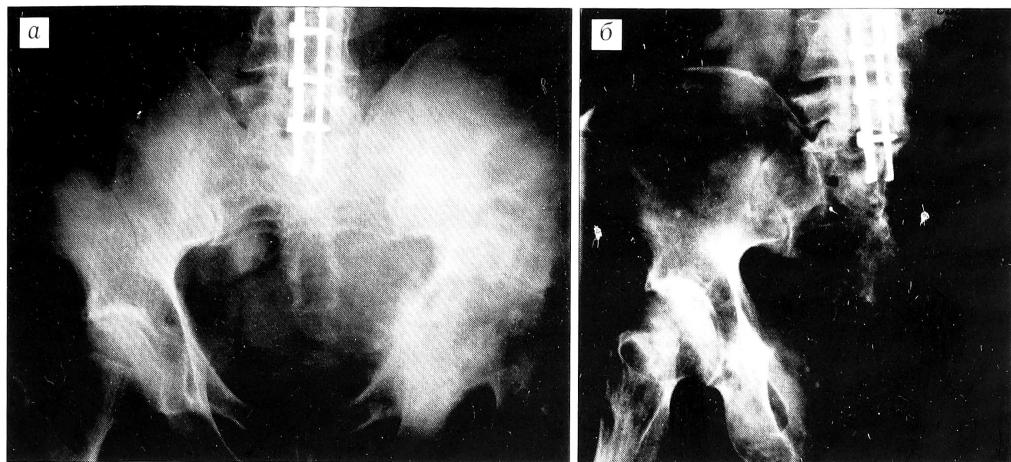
Рентгенограммы больного С. Хондросаркома тела подвздошной кости.
